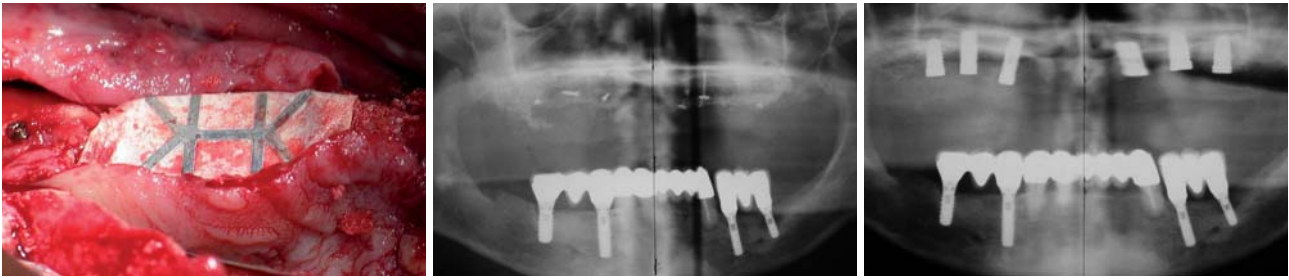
Abdeckung des Knochentransplantats mittels einer nichtresorbierbaren, titanunterstützte PTFE-Membran (Gore-Tex). – Abb. 10: Röntgenologische Darstellung der bilateralen, vertikalen Augmentation im Oberkiefer (Sandwich-Technik). – Abb. 11: Post-OP Panorama-Aufnahme von sechs enossalen Implantaten (Fa. Dentegris, Deutschland).
